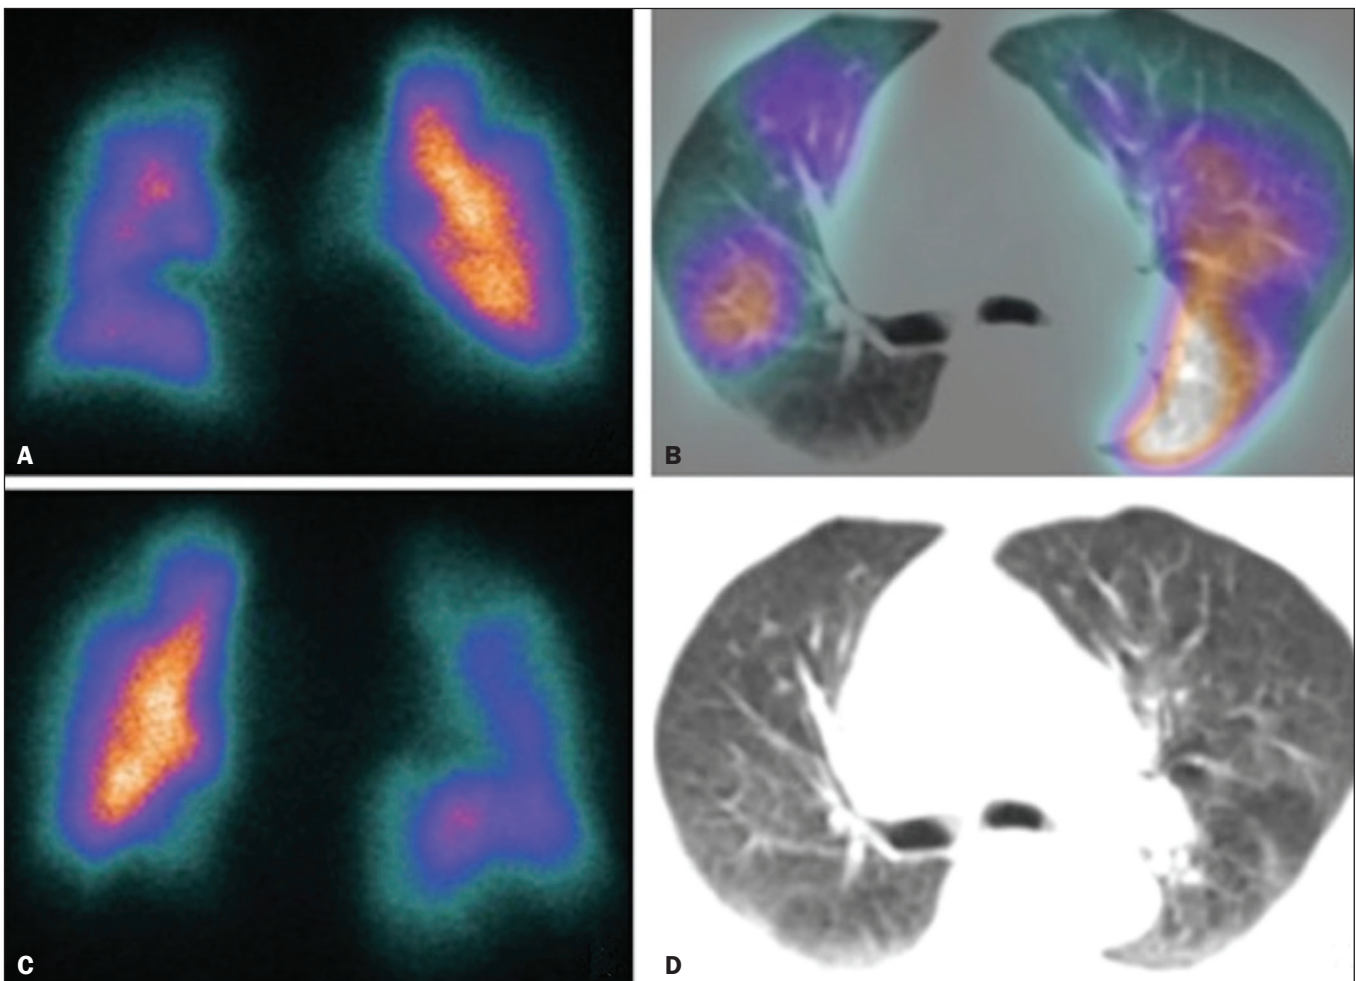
Cintilografia de perfusão pulmonar em cortes coronais (A,B) e SPECT/TC em cortes axiais (C,D) em paciente do sexo masculino, 77 anos, demonstrando múltiplos defeitos de perfusão em forma de cunha, bilateralmente, sem alterações parenquimatosas, indicando alta probabilidade para TEP.
